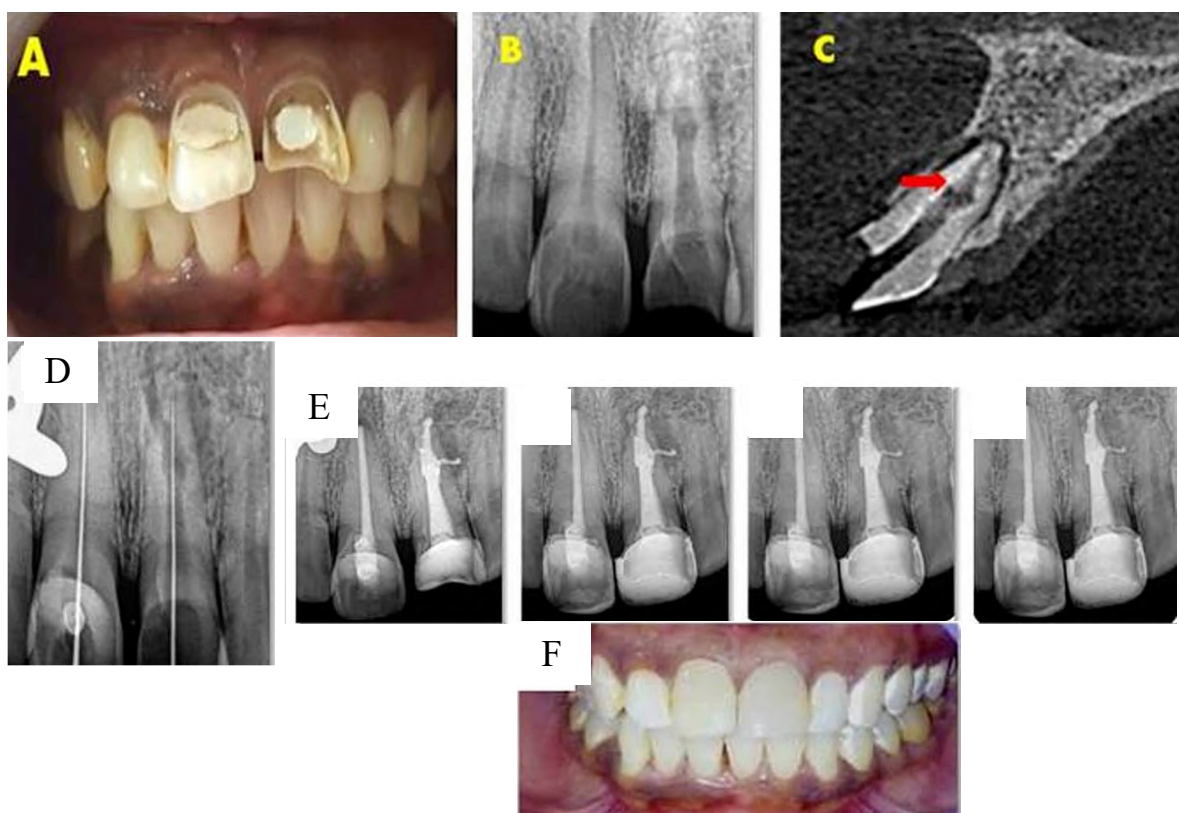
Gestion d'une résorption radiculaire interne. A/B/C – Situation clinique pré opératoire : clinique et radiographique (2D et 3D). D – Cathétérisme et mise en forme. E – Successivement : situation radiologique post opératoire, à 6, 12 et 18 mois. F – Situation clinique post opératoire (source : Mehra et al, 2018)
